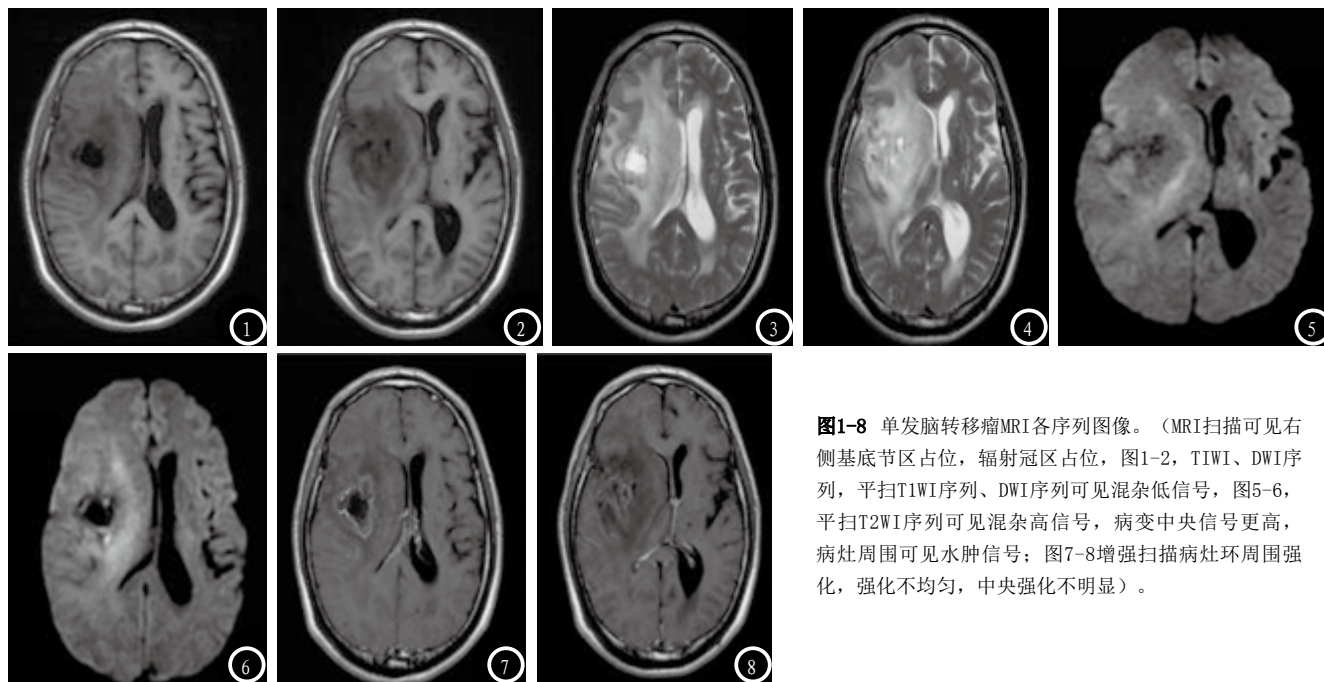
单发脑转移瘤MRI各序列图像。(MRI扫描可见右侧基底节区占位, 辐射冠区占位, 图1-2, T1WI、DWI序列, 平扫T1WI序列、DWI序列可见混杂低信号, 图5-6, 平扫T2WI序列可见混杂高信号, 病变中央信号更高, 病灶周围可见水肿信号; 图7-8增强扫描病灶周围强化, 强化不均匀, 中央强化不明显)。
